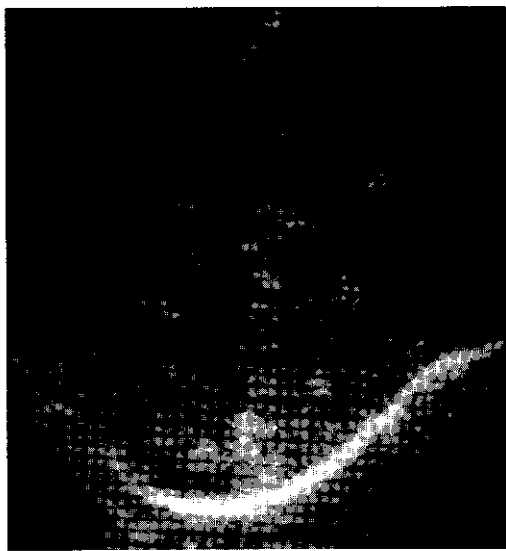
Ecografía transversal del hígado. Se observan múltiples lesiones hiperecóticas (*triángulos claros*) en un paciente con metástasis de un cáncer de páncreas.
